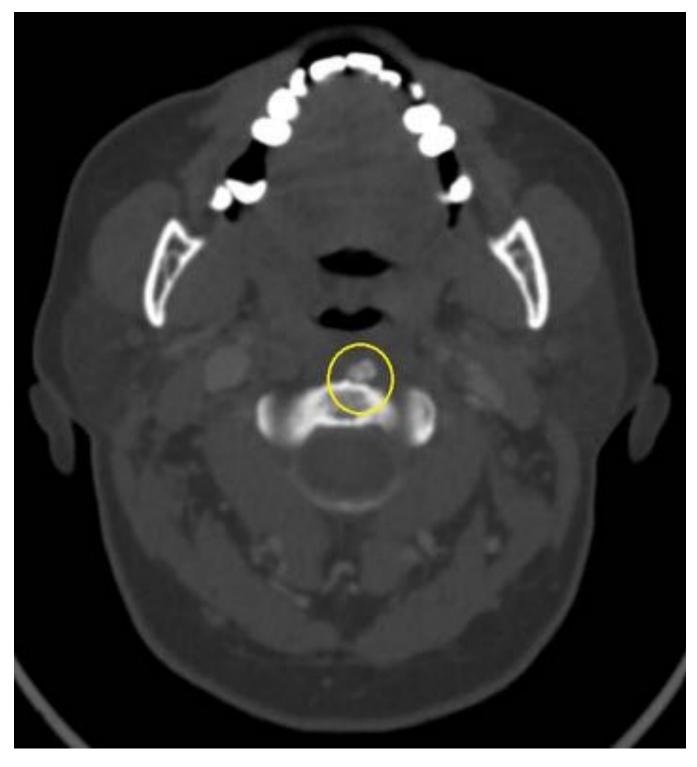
Imagen axial MPR (ventana ósea) en TC con contraste endovenoso mostrando la típica calcificación en la inserción tendinosa de las fibras oblicuas superiores del músculo largo del cuello a la altura de C1-C2
